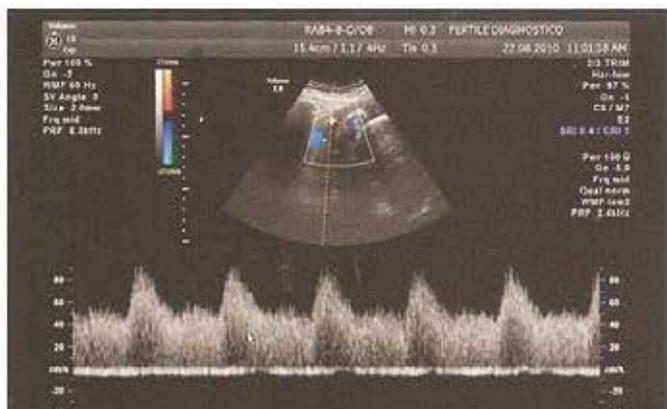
Doppler de artéria uterina direita
